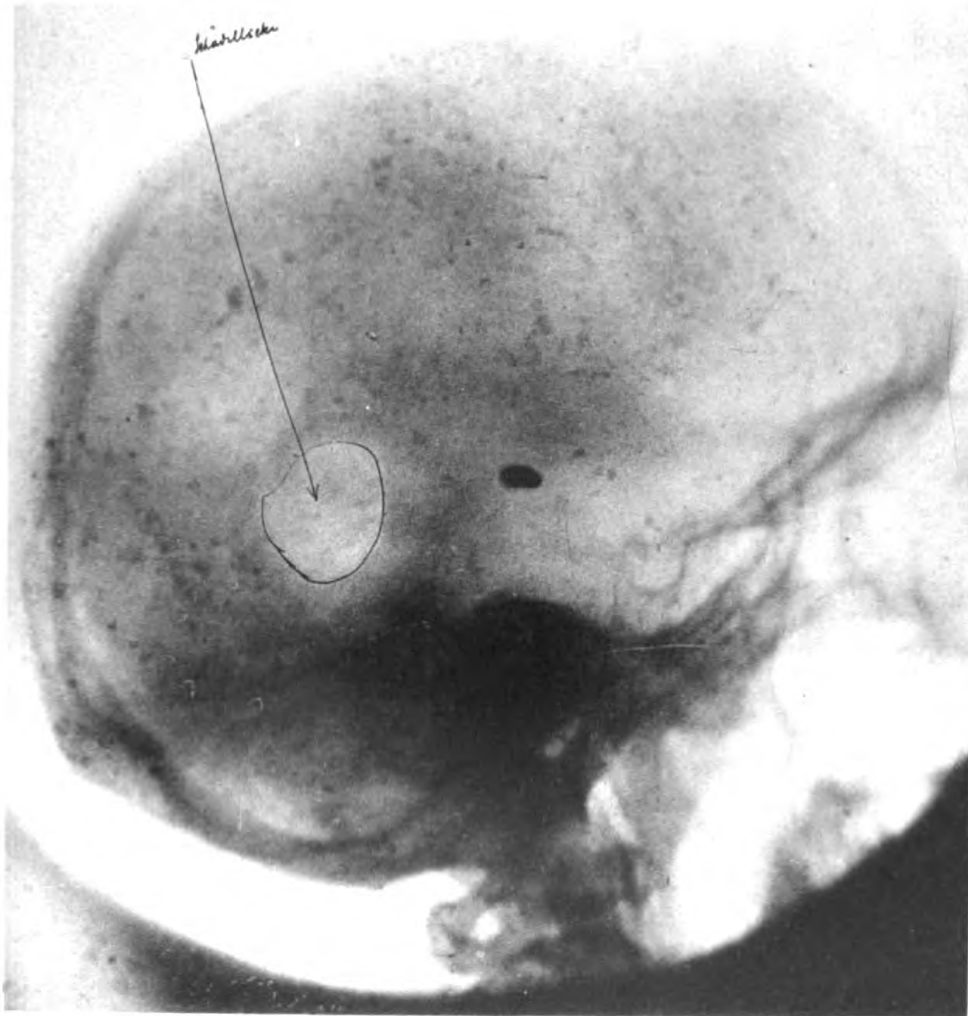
Letzte Röntgenaufnahme des Blöds
